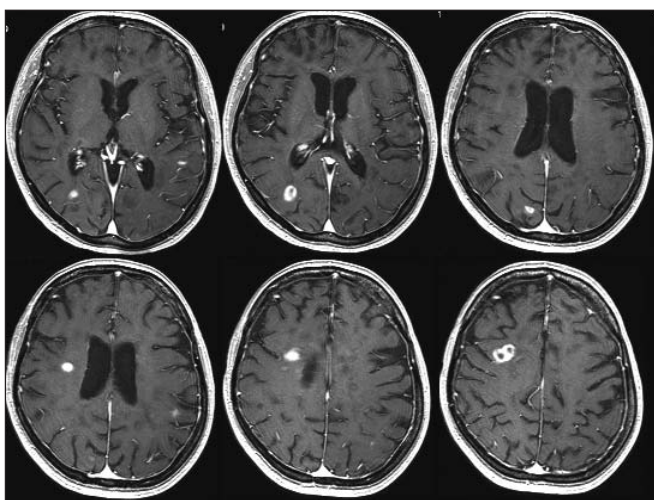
МРТ головного мозга больной З.М.Ю. T1, контрастирование гадолинием. Выявляется большое число очагов различной давности (овоидные или в форме кольца), накапливающих контраст
